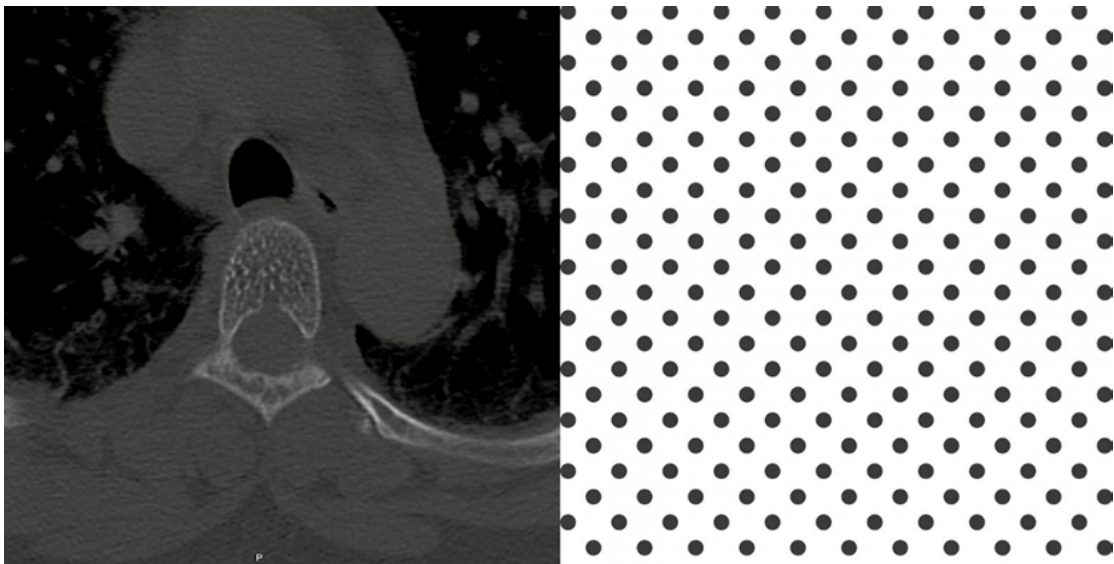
Hemangioma vertebral en TAC, plano axial (izquierda), presenta patrón de “Puntos Polka”. En el plano sagital presenta patrón en barras o panal de abejas
